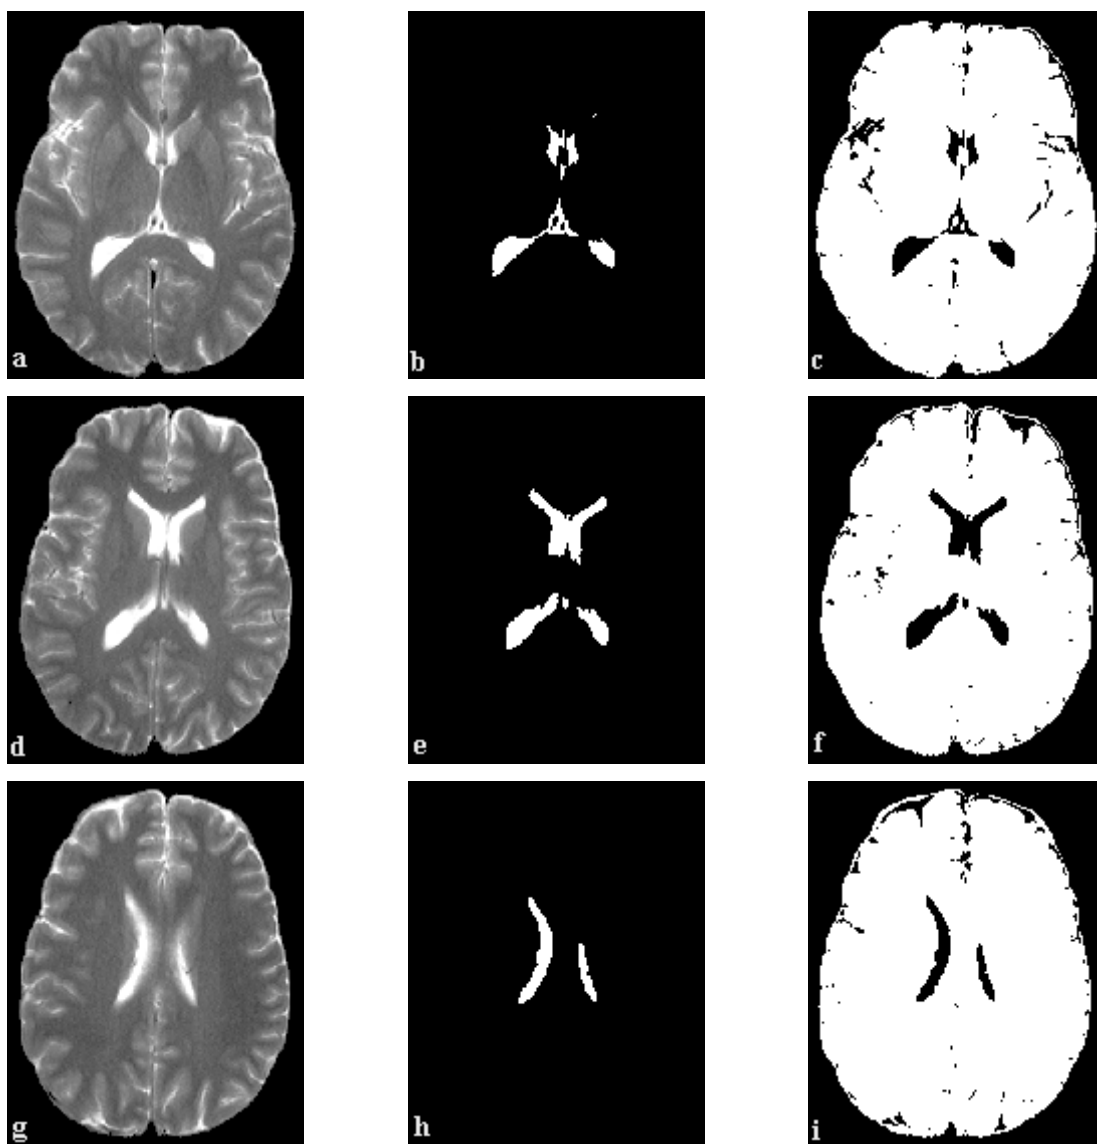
RM: cortes transversales supratentoriales 1 (a, b, c), 2 (d, e, f) y 3 (g, h, i) del paciente n° 7. Segmentación del intracráneo (a, d, g), ventrículos (b, e, h) y tejido cerebral (c, f, i).
